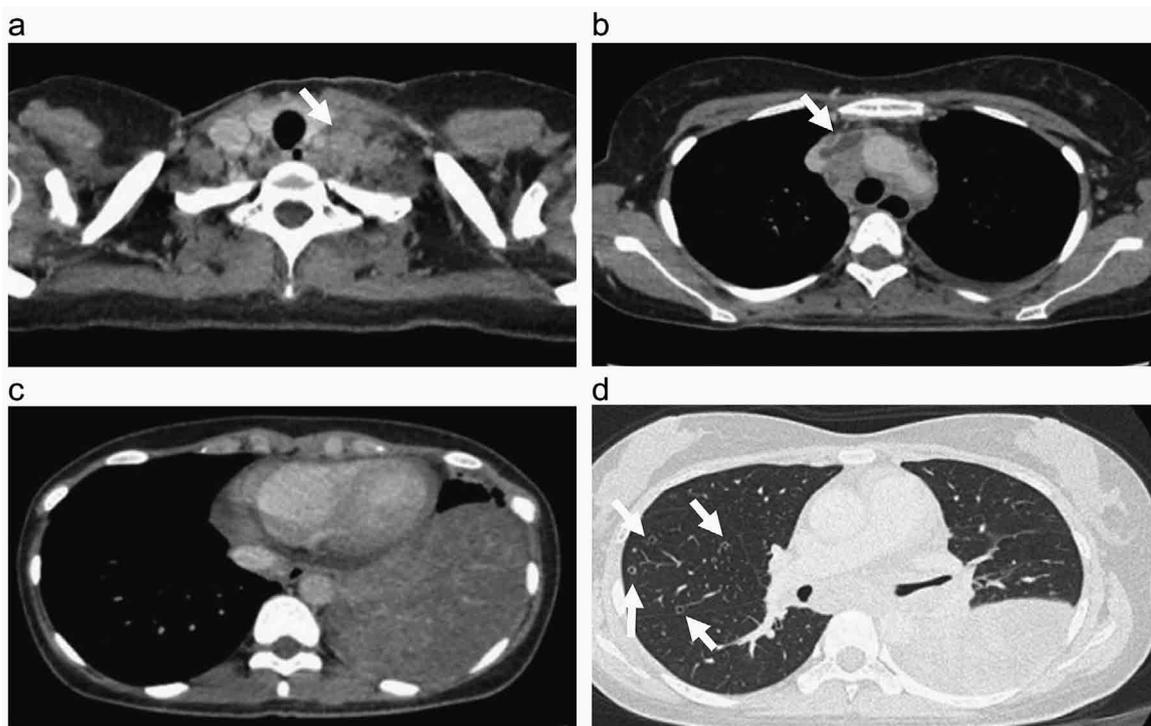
入院時胸部CT：(a) 左鎖骨上窩，縦隔リンパ節腫大を認めた(矢印)。(b) 左腕頭静脈から上大静脈内まで続く血栓を認めた(矢印)。(c) 左下葉に腫瘤影を認めた。(d) 右肺に内部に空洞を伴う結節影を多数認めた(矢印)。
